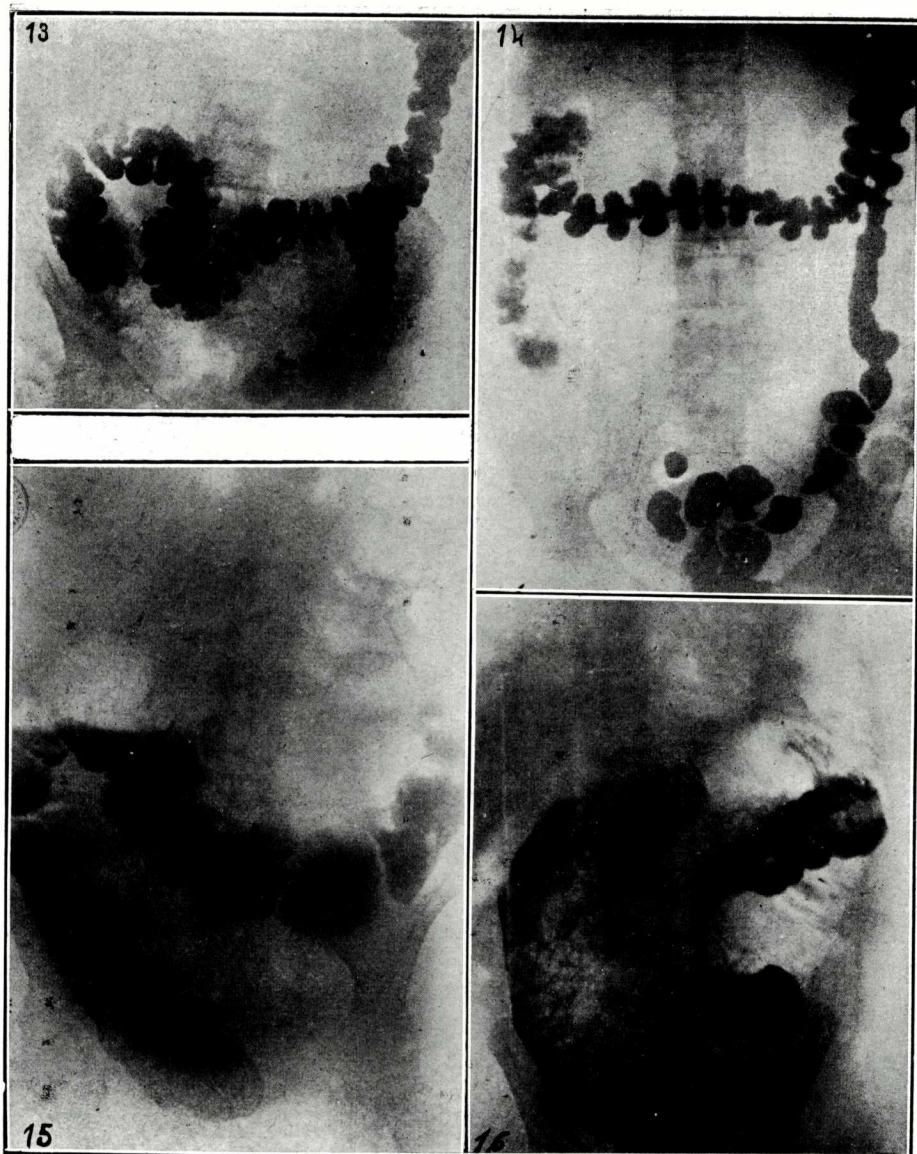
Estasi còlica total.—Radiografia obtinguda 48 hores després de la ingestió del menjar opac. El còlon transvers està baix, sent mobilitzable per la palpació.
